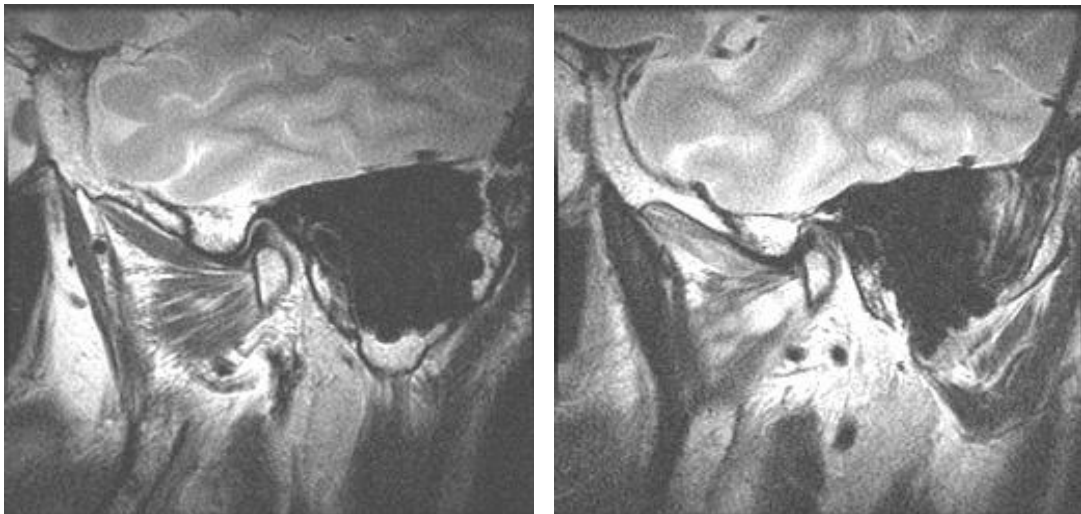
On T2 weighted image of MRI, (a) normal right lateral pterygoid muscle, (b) left lateral pterygoid muscle with high signal and left temporal muscle with low signal
